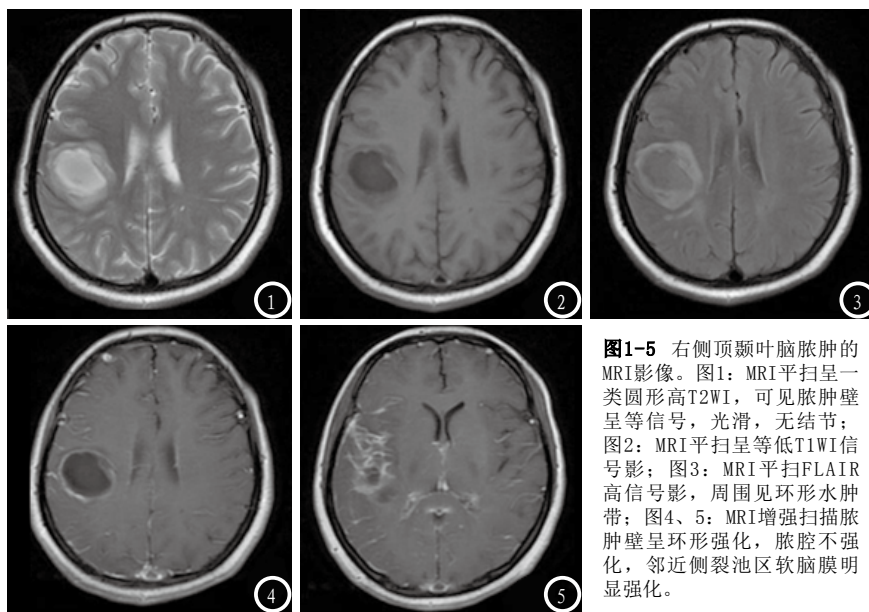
右侧顶颞叶脑脓肿的MRI影像。图1: MRI平扫呈一类圆形高T2WI, 可见脓肿壁呈等信号, 光滑, 无结节; 图2: MRI平扫呈低T1WI信号影; 图3: MRI平扫FLAIR高信号影, 周围见环形水肿带; 图4、5: MRI增强扫描脓肿壁呈环形强化, 脓腔不强化, 邻近侧裂池区软脑膜明显强化。
